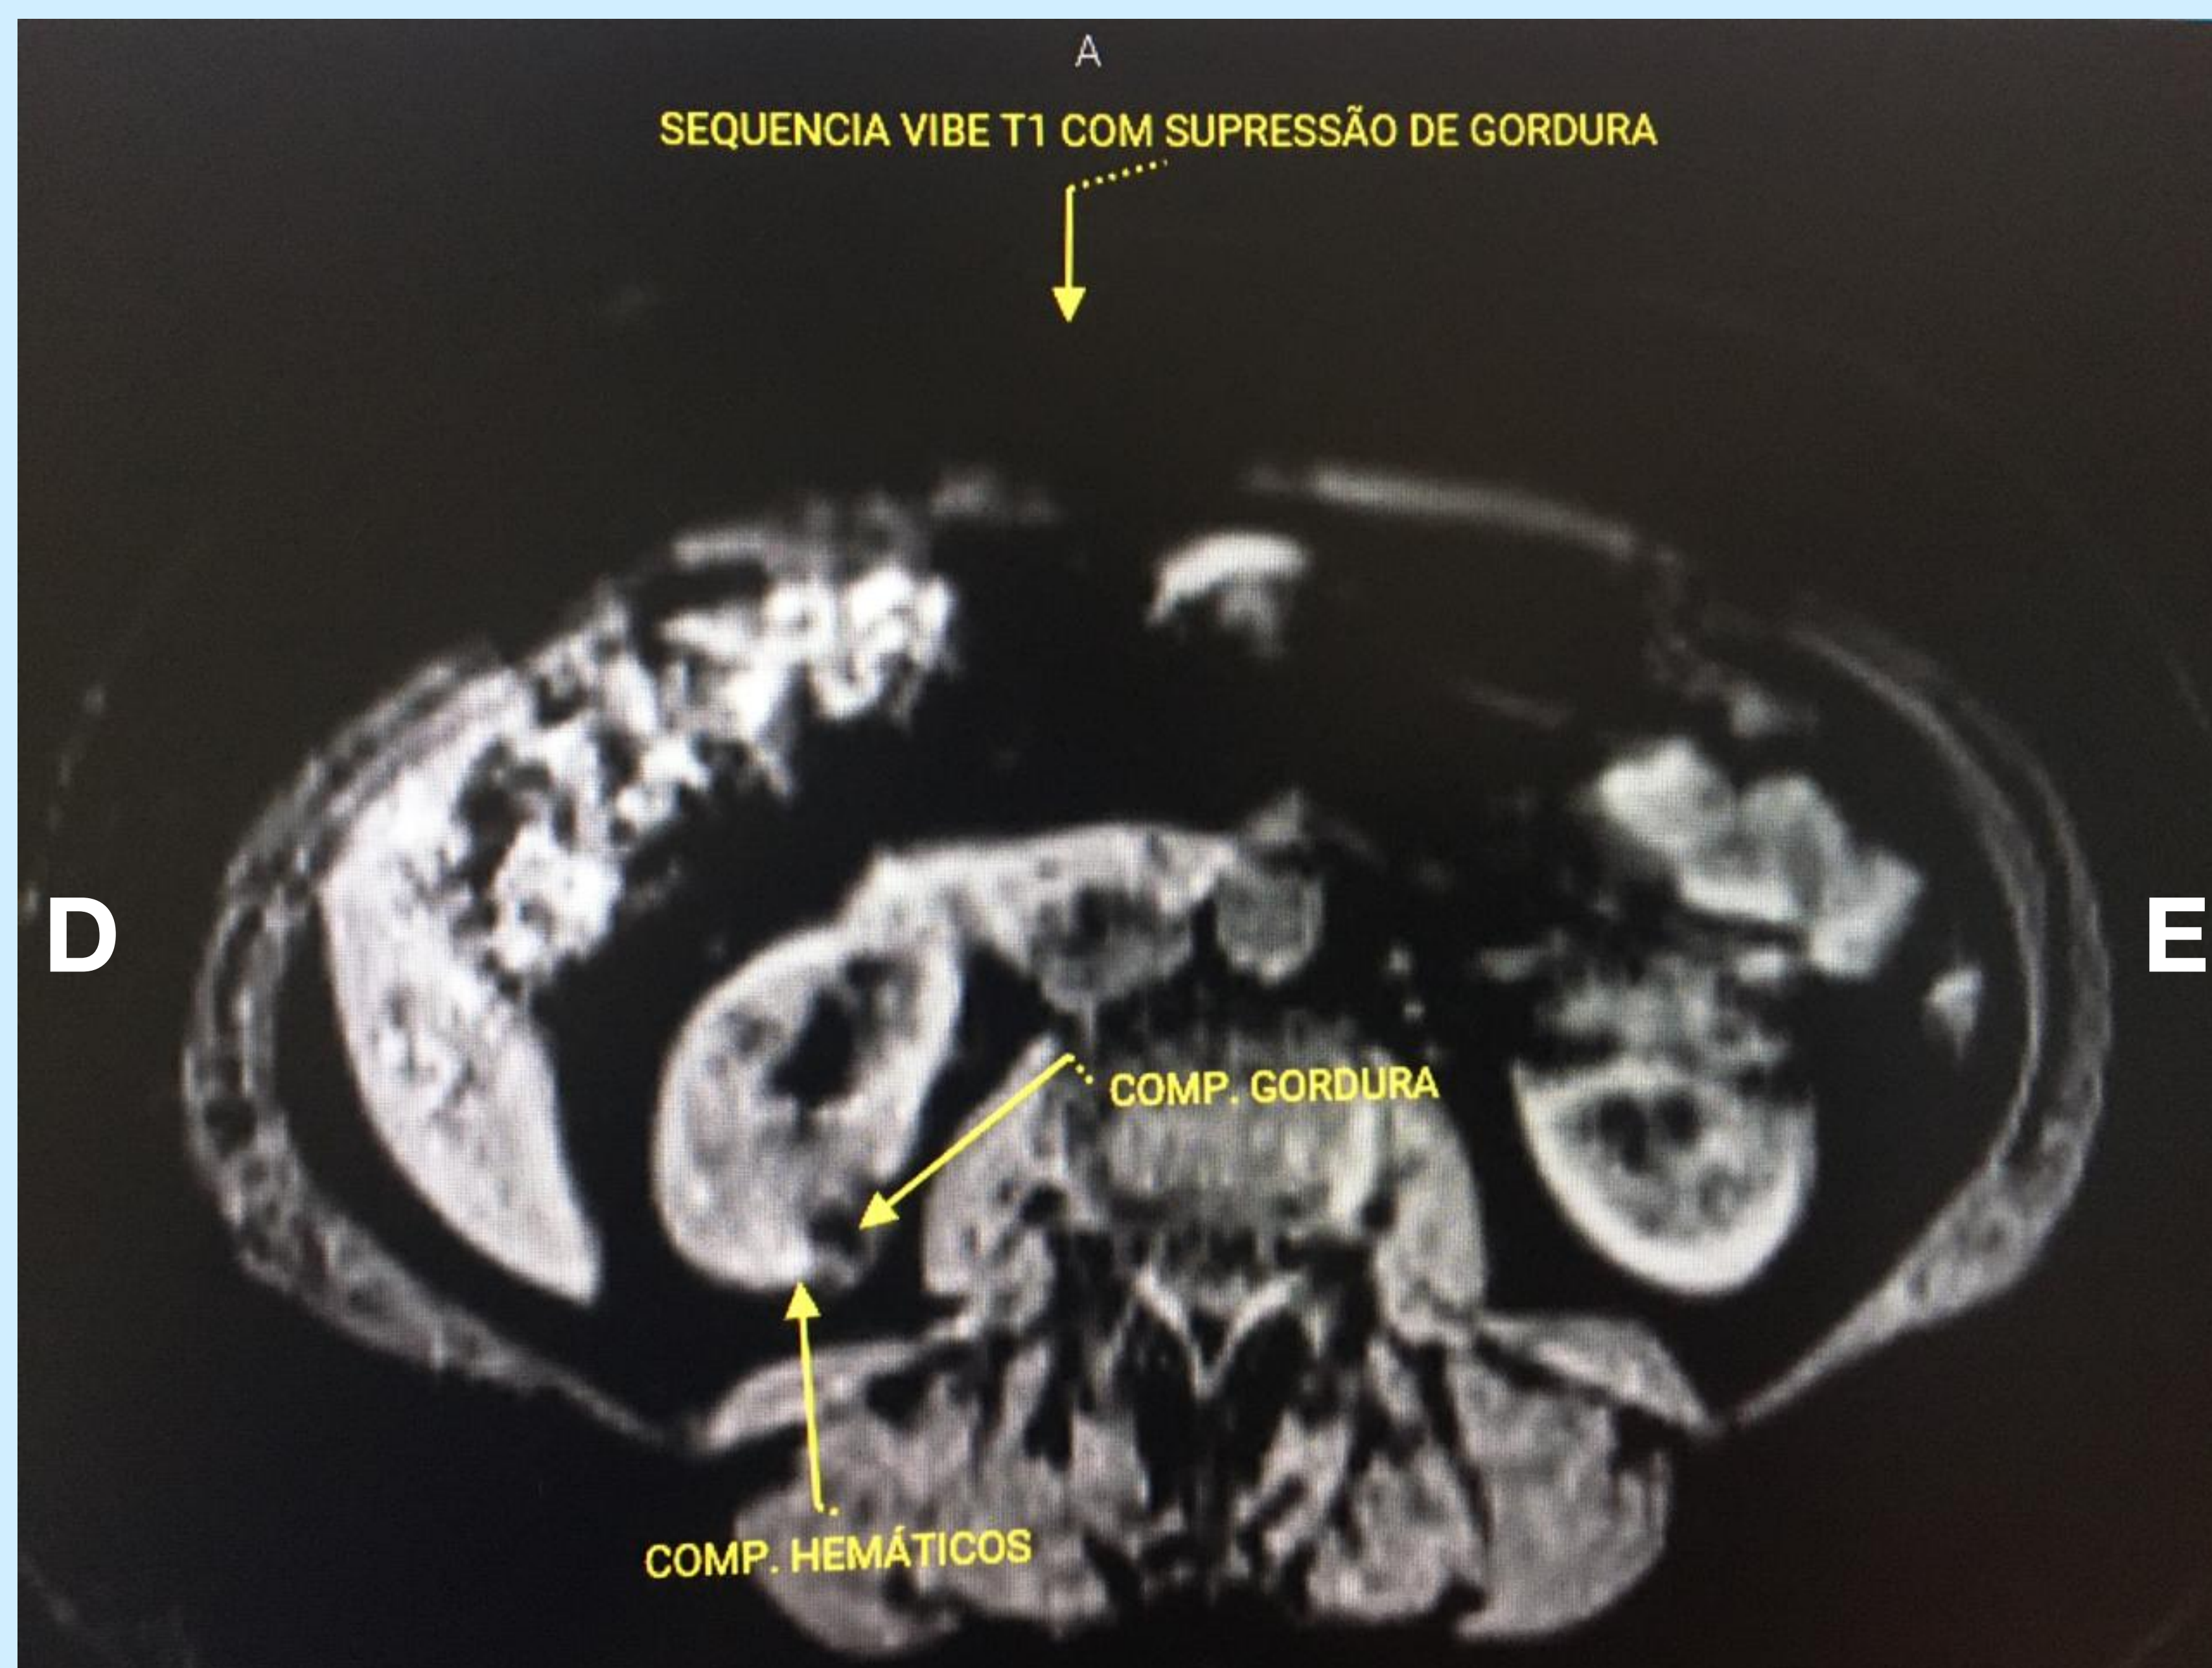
Ressonância Magnética do Abdomen Superior e Pelve, em corte axial, demonstrando formação nodular heterogênea no parênquima posterior mesorrenal direito, medindo 1.8 x 1.6 cm, apresentando componente de gordura, e componentes hemáticos, associado a borramento dos planos adiposos perirrenais adjacentes.
